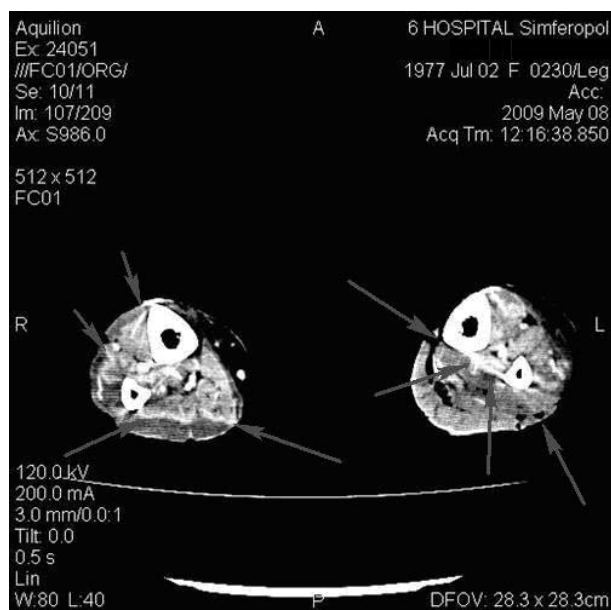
Компьютерна томографія гомілок при МГІС тяжкого ступеня (стрілками позначені множинні некрози, що формуються).
